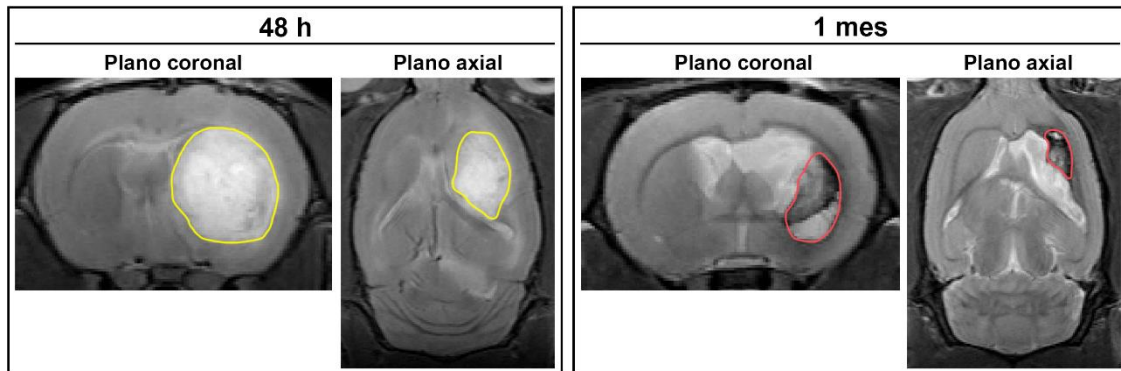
Identificación de la HIC. Visualización de la HIC en las imágenes T2 de RM tanto a las 48 horas como al mes. A las 48 horas está rodeado en amarillo la señal hiperintensa. Al mes está rodeado en rojo la señal heterogénea compuesta por regiones de hiper, hipo e isointensidad.
